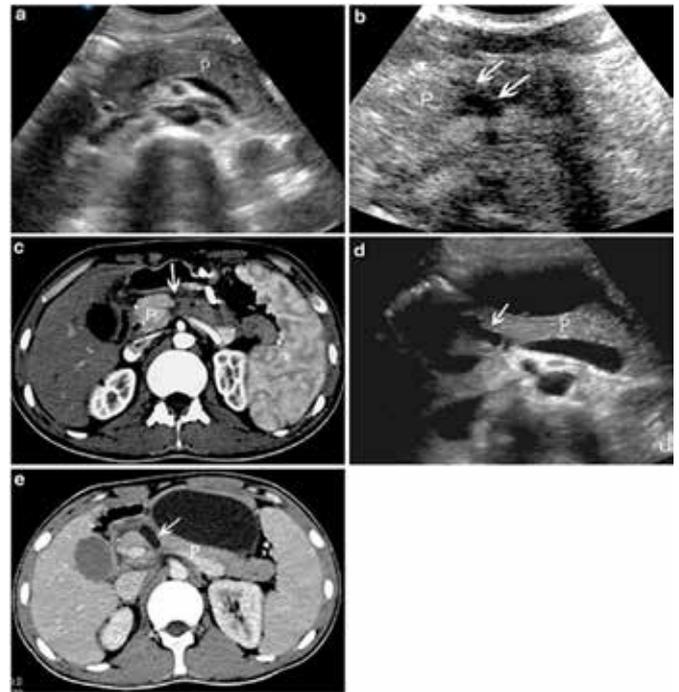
Trauma pancreático en adultos. Las imágenes "a" y "d" son de ecografía, "b" es de ecografía con contraste, "c" y "e" es de tomografía computarizada ⁴.
